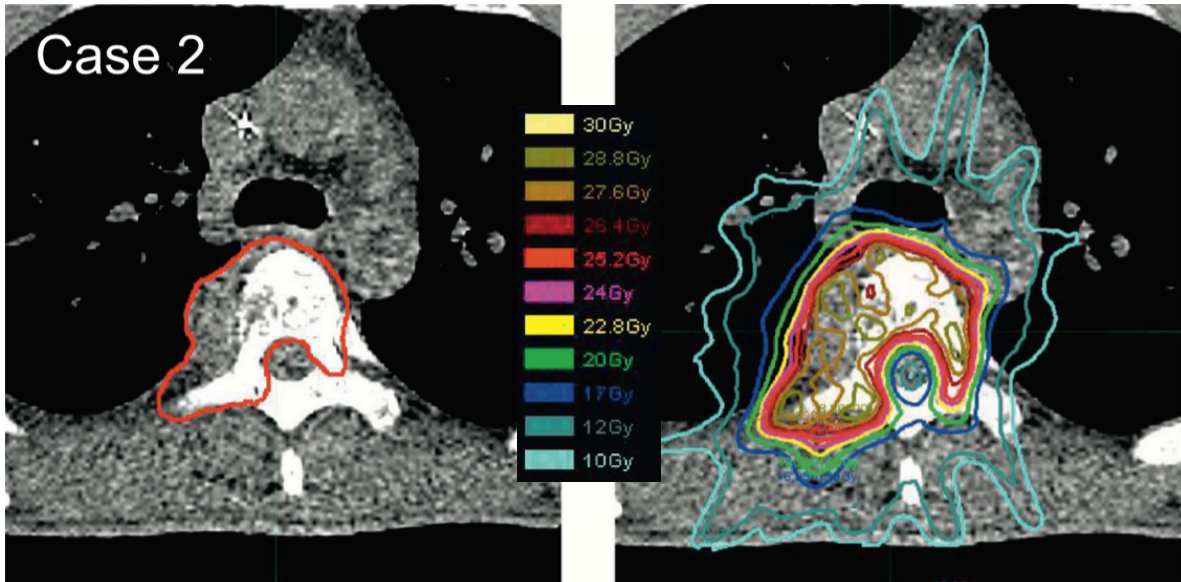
Left : outlined in red is the clinical target volume treated by radiation therapy, which includes the 5th thoracic spine and a protruding tumor on its periphery. Right : lines of constant dose (in units of Gy = J/kg) shown on an axial computed tomography image of the spine [167].
